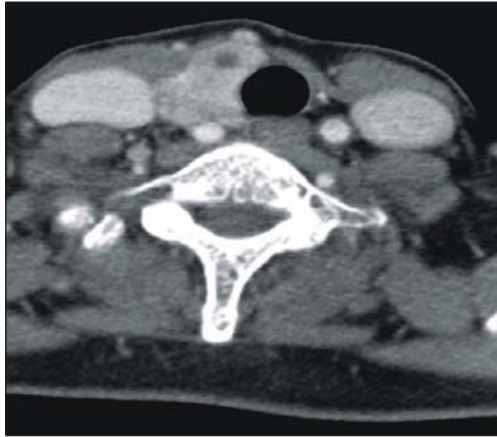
A CT scan shows a mass on isthmus and absent left lobe.
